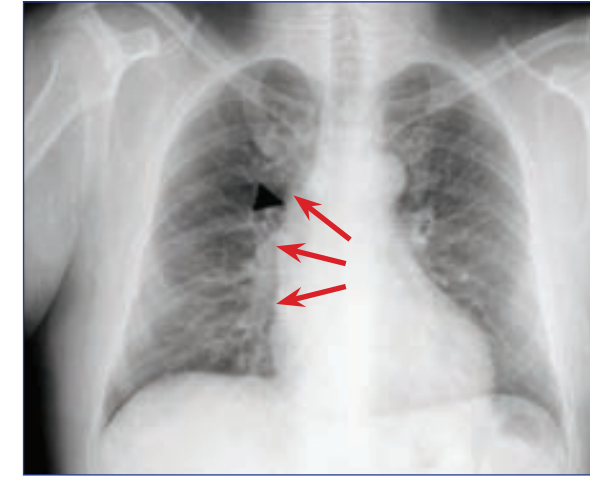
31B: PA Göğüs radyografisi aort stenozunun sebep olduğu dilate çıkan aortayı (oklar) göstermekte.
